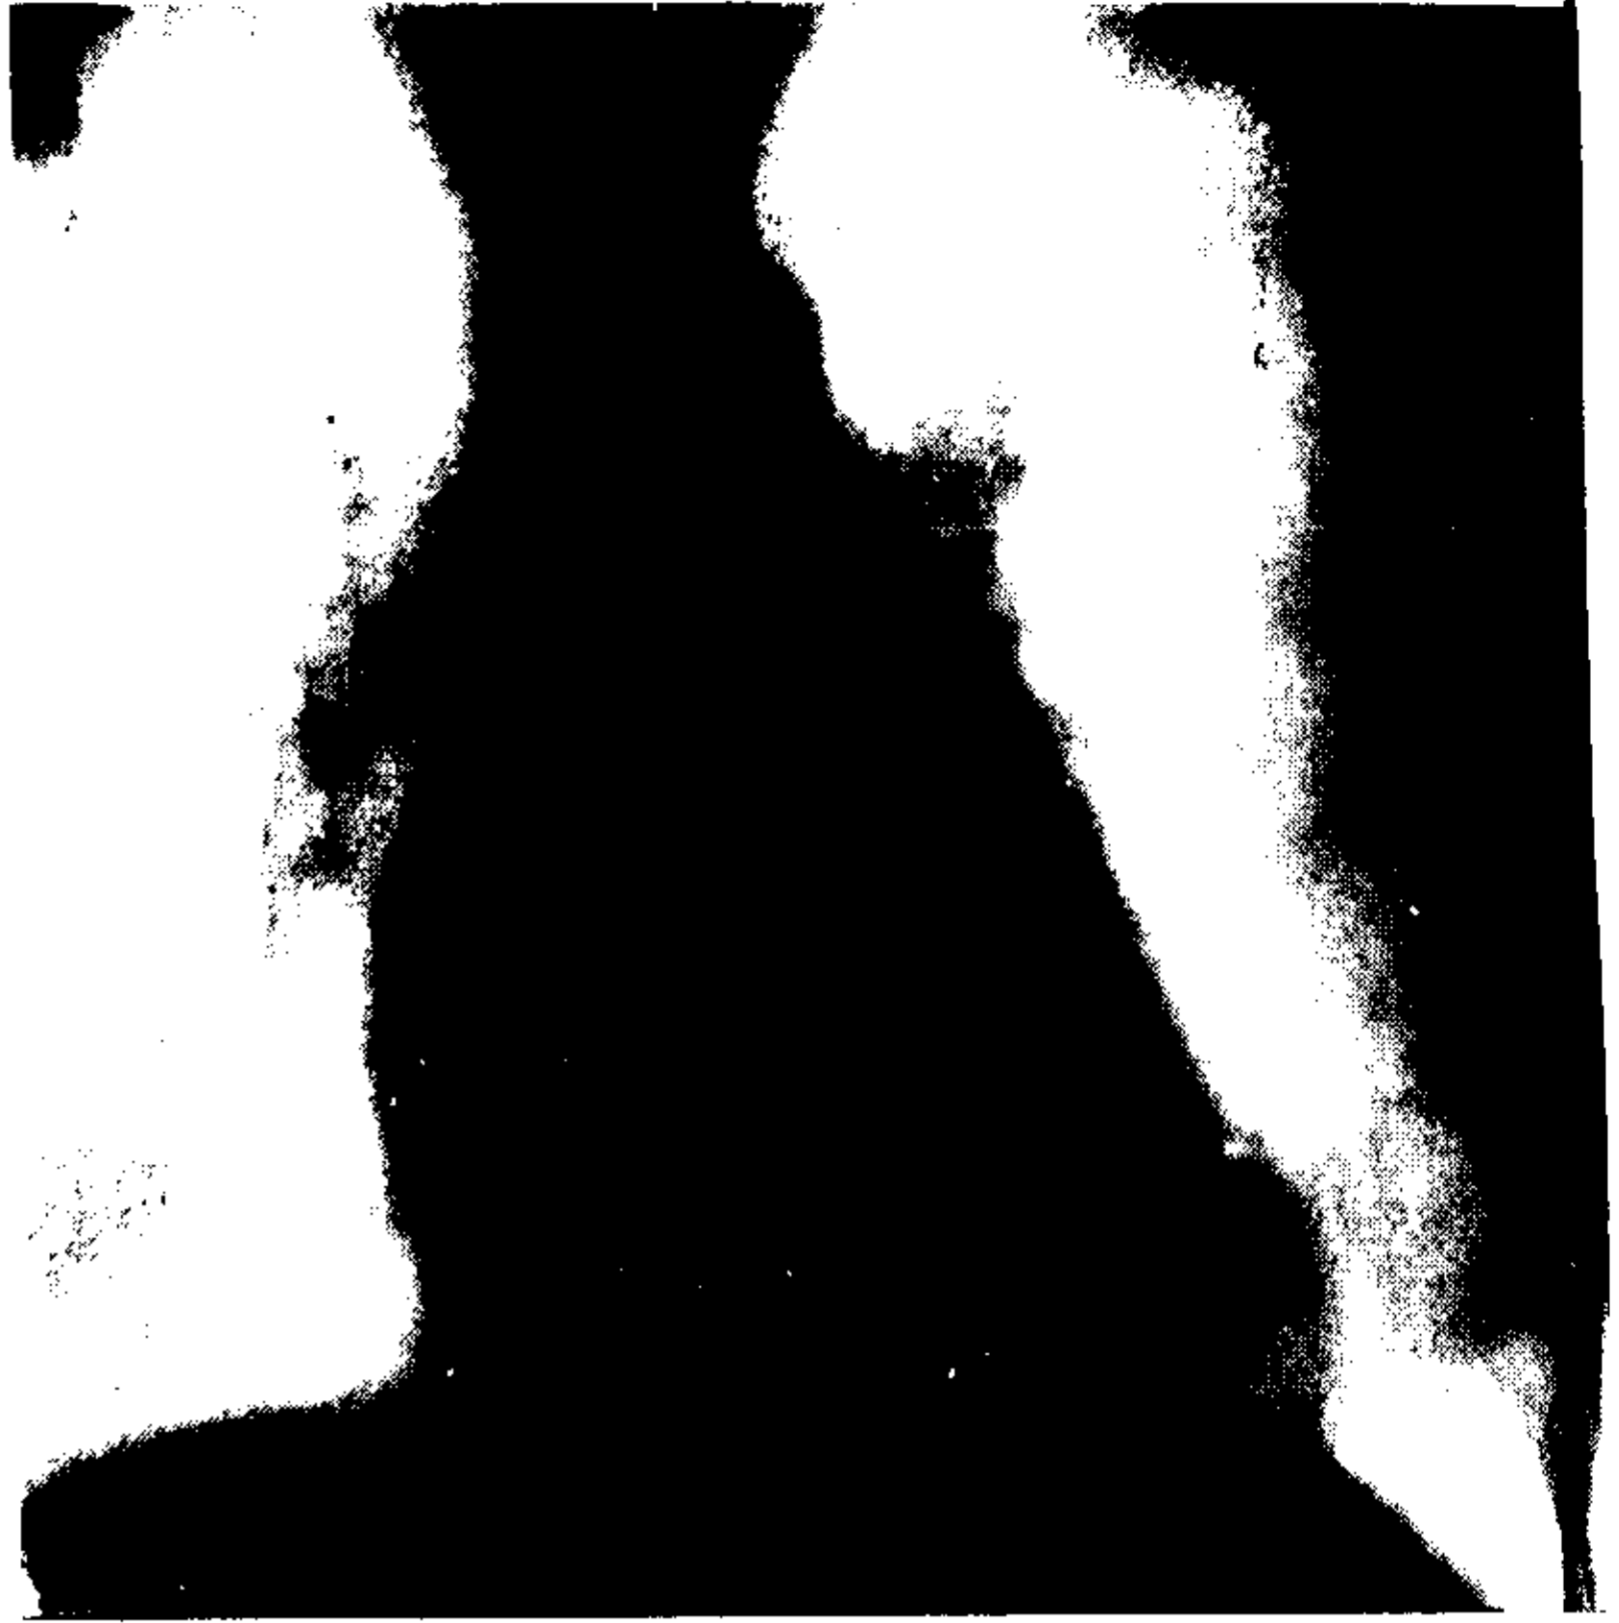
Tomografía de un caso de estrechez mitral. Visualización de la aurícula izquierda y venas pulmonares derechas e izquierdas. Puede verse además la tráquea y su bifurcación.
